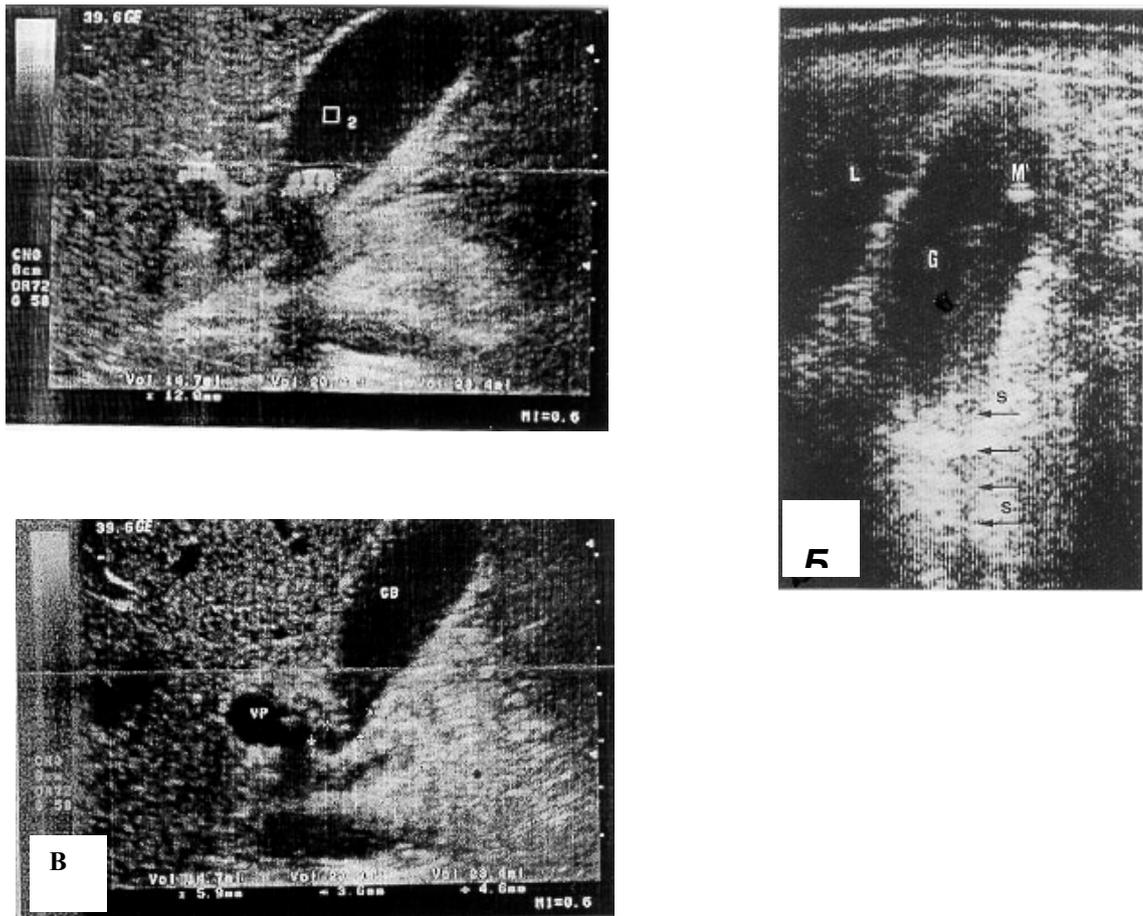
УЗИ больной А.: А – до, Б – после первой, В – после второй ДУВЛ.
